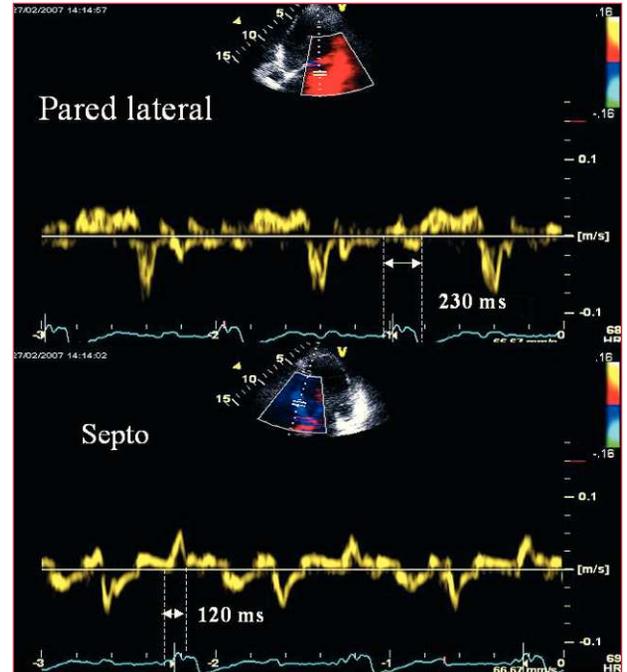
Asincronía intraventricular por Doppler pulsado tisular. En el registro espectral se puede apreciar una diferencia de 120 ms entre el comienzo del QRS y el inicio de la onda S de la zona basal del septo y de la pared lateral. Obsérvese que al no ser evidente la velocidad pico se ha preferido medir al inicio de la onda, ignorándose la contracción isovolumétrica.
